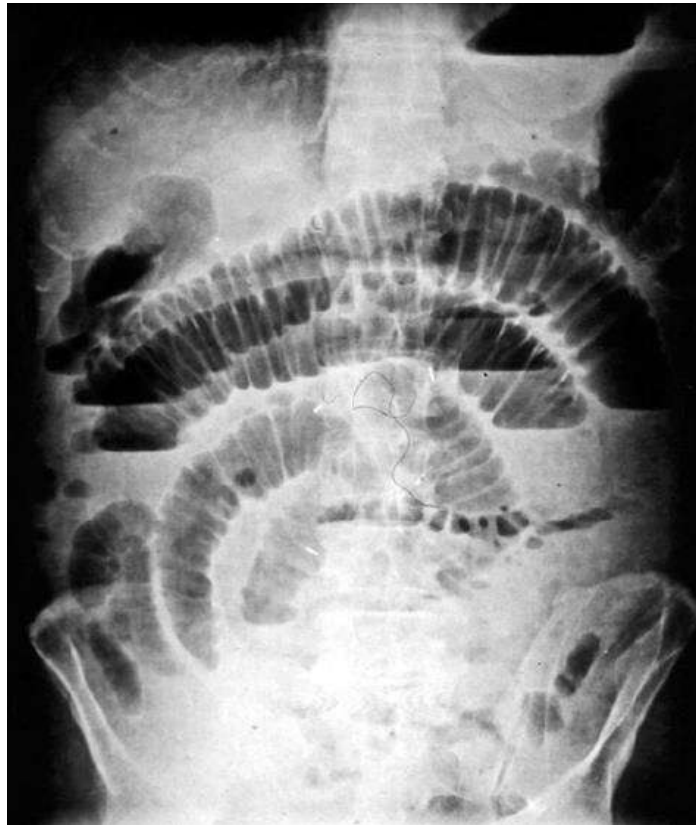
Рентгенограма черевної порожнини хворого на ГП: парез кишок
